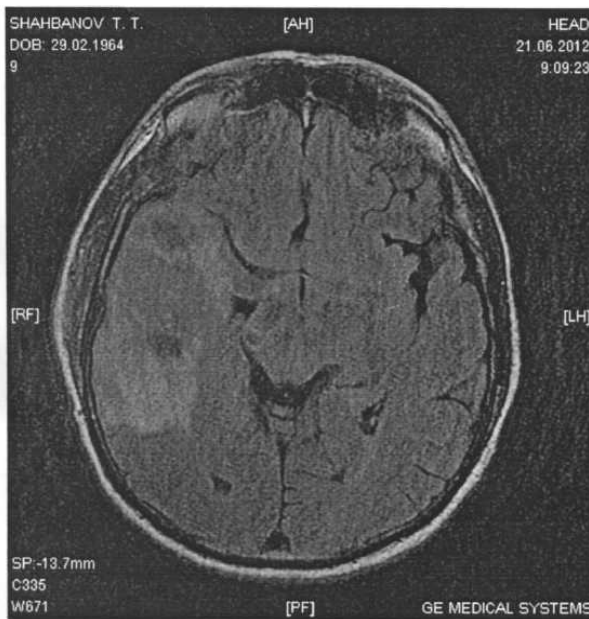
МРТ больного Ш. 21.06.2012 г.: в правой височной области выше санированного абсцесса определяется ограниченная патологическая зона с перифокальным отеком
